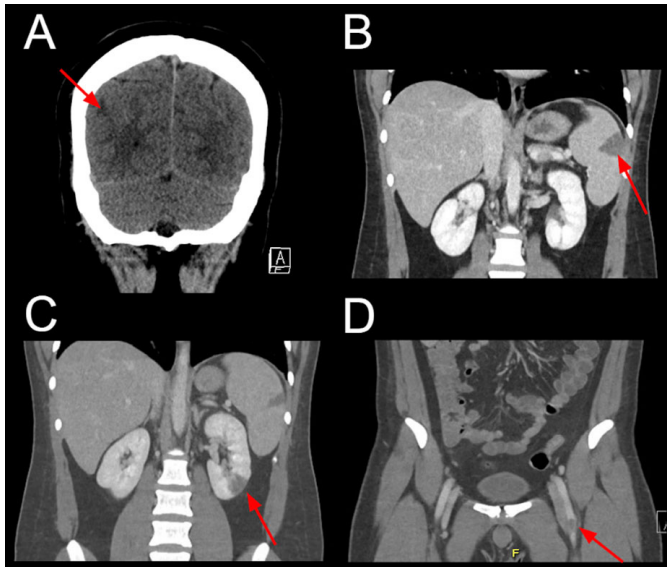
TC de cerebro sin contraste, se aprecia hipodensidad corticosubcortical temporo occipital derecha (flecha). B, C y D: TC de abdomen y pelvis, se observan infarto segmentario esplénico, infarto en polo de riñón izquierdo y trombo en arteria femoral común izquierda respectivamente (Flechas).
